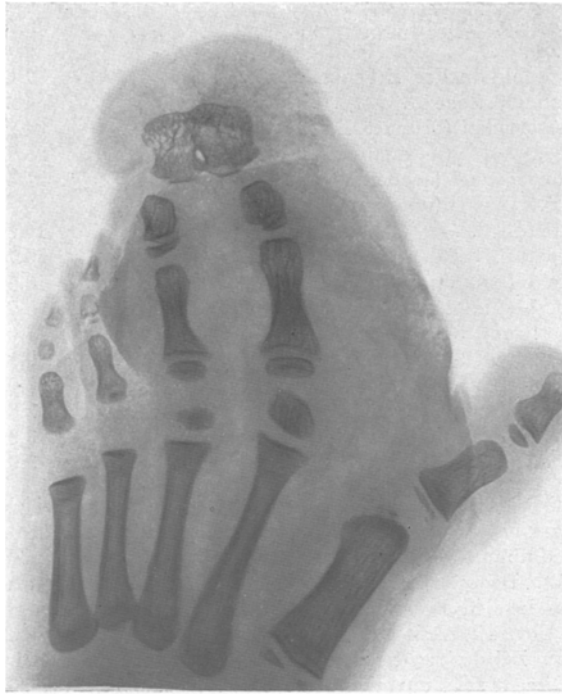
Fall 2. Röntgenbild des Vorder- und Mittelfußes der Patientin. (Aufnahme von Dr. Heilbron).
